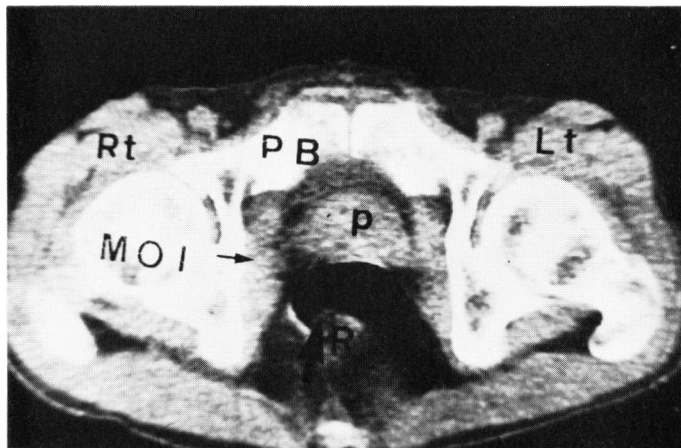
正常男性の前立腺 (P) の CT 像. 前立腺の両側は内閉鎖筋 (MOI) に囲まれた半月形を呈し, その前面は恥骨結合 (PB) に接している. 右 (Rt), 左 (Lt), 直腸 (R).
